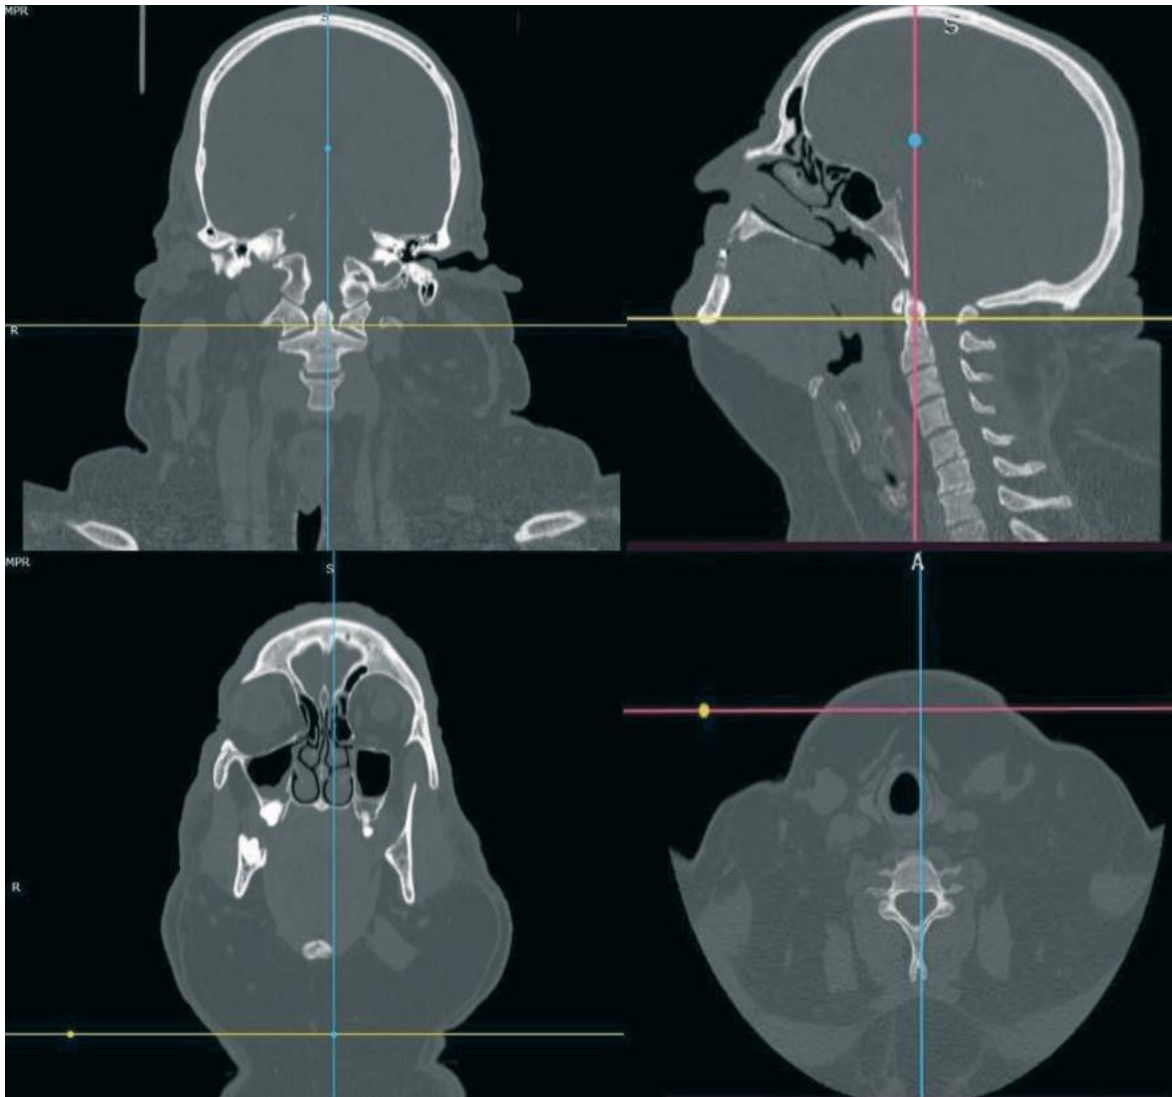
Tomografia computerizată cervico-facială a pacientului cu lipomatoză simetrică multiplă benignă.
